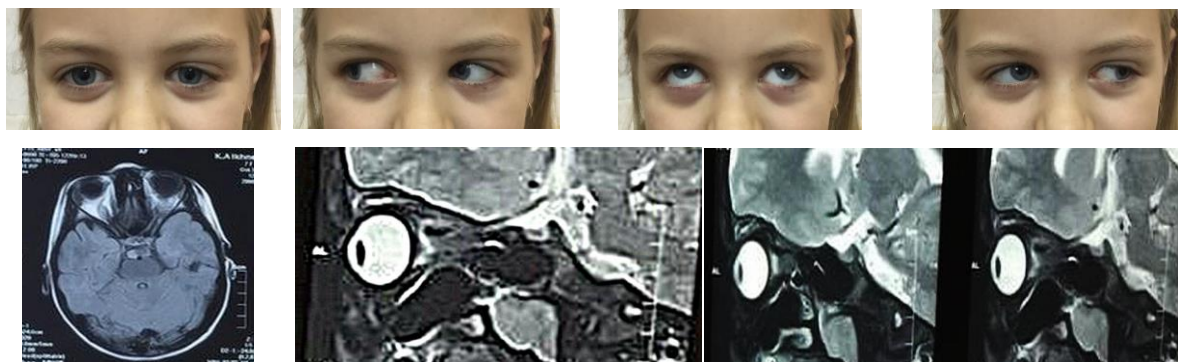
Пациентка И. К., 11 лет. Пилоцитарная астроцитома зрительного нерва OS. Внешний вид глаза и результаты компьютерной томографии орбит после орбитотомии и удаления опухоли
